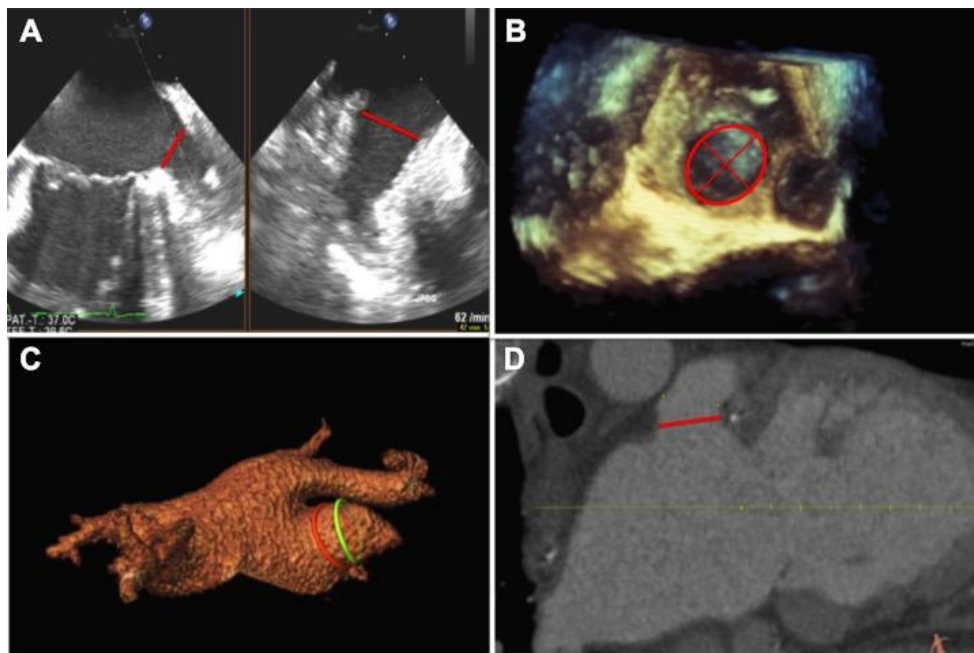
2D-TEE (A), 3D-TEE (B) sowie computertomographische Analysen (C-D) des ostialen LAA-Diameters sowie des ostialen Fläche
